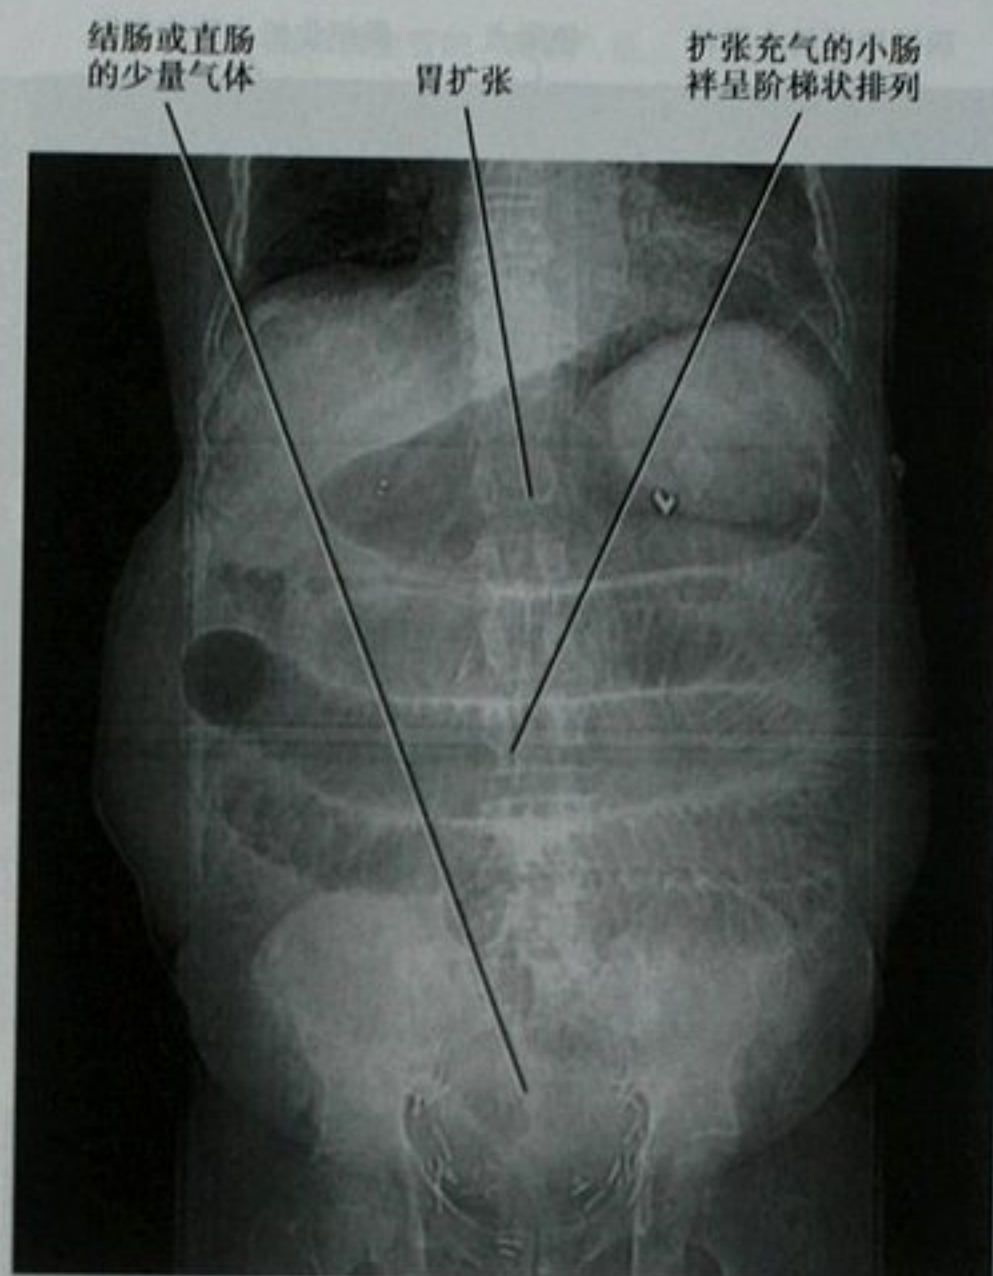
仰卧位 CT 定位相,阑尾切除后肠粘连引起高度小肠梗阻
